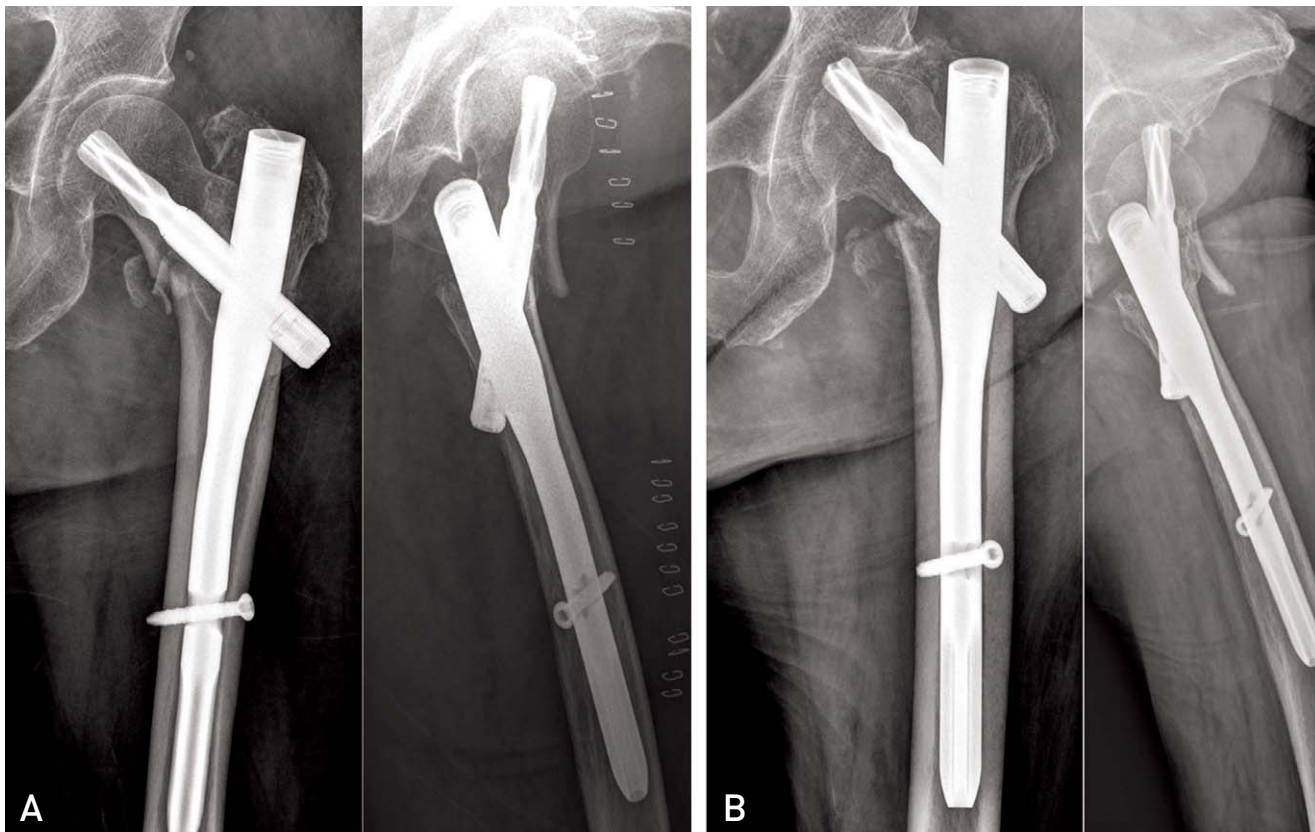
(A) Postoperative radiographs show loss of medial and anterior cortical continuity. (B) Radiographs obtained at 4 months after operation show femoral head was penetrated by helical blade.
